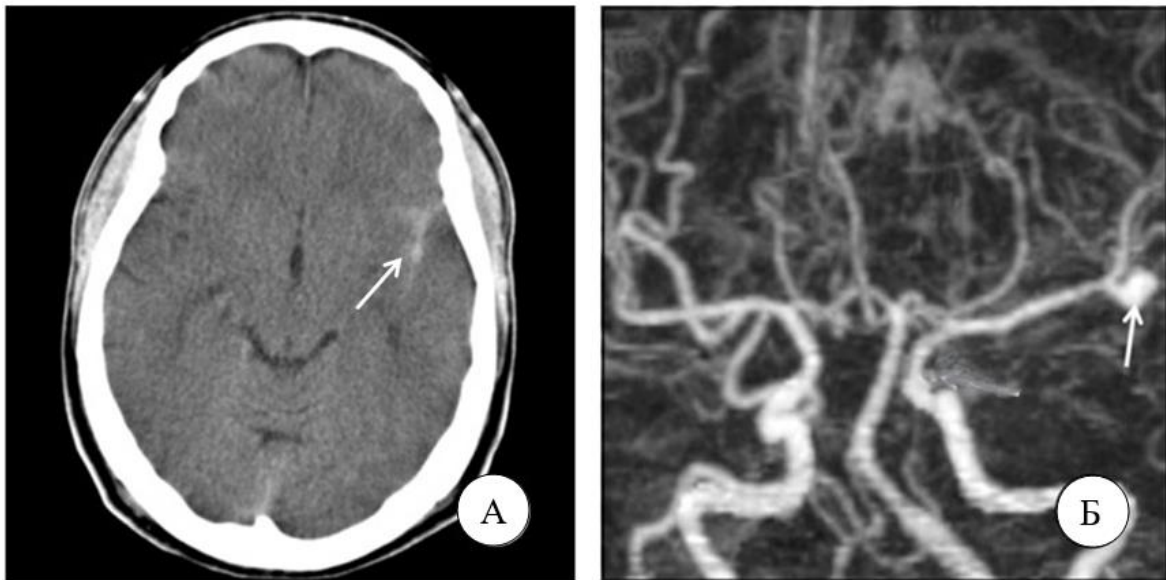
Спіральна комп'ютерна томографія/комп'ютерна ангіографія пацієнта А. Спонтанний субарахноїдальний крововилив в ділянці сільвієвої борозни зліва; Б. Мішководна аневризма сереньомозкової артерії зліва
